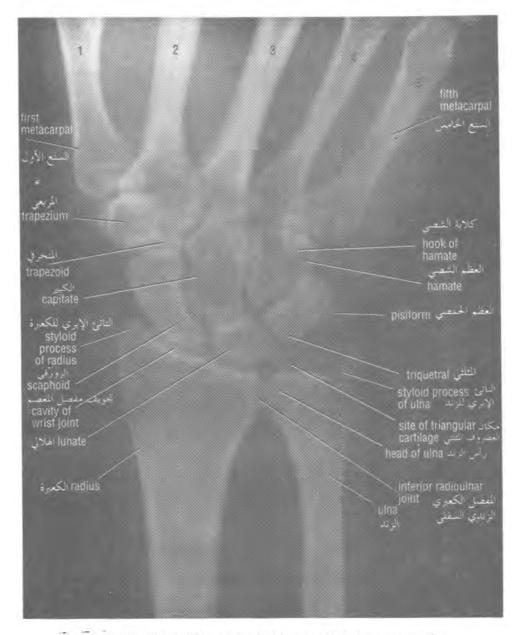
Posteroanterior radiograph of the wrist with the forearm pronated.
